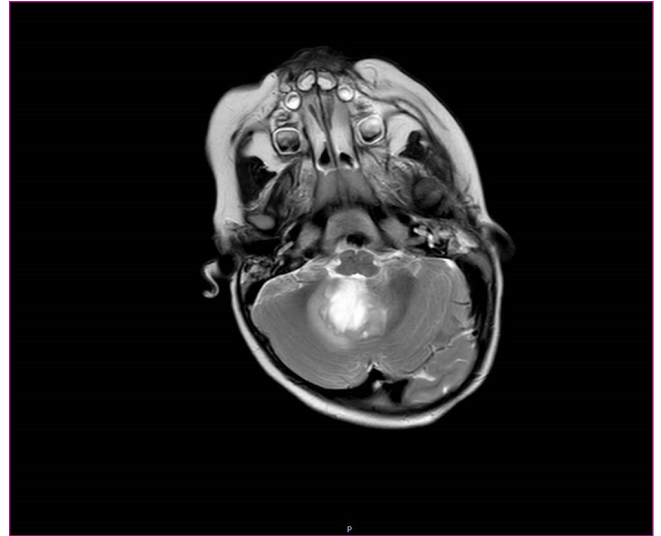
Imagen de resonancia magnética en corte axial donde se visualiza la lesión de fosa posterior con afectación del 4.º ventrículo, con intenso realce de contraste de 2,8 x 2,3 x 2,6 cm. Edema periférico moderado.
